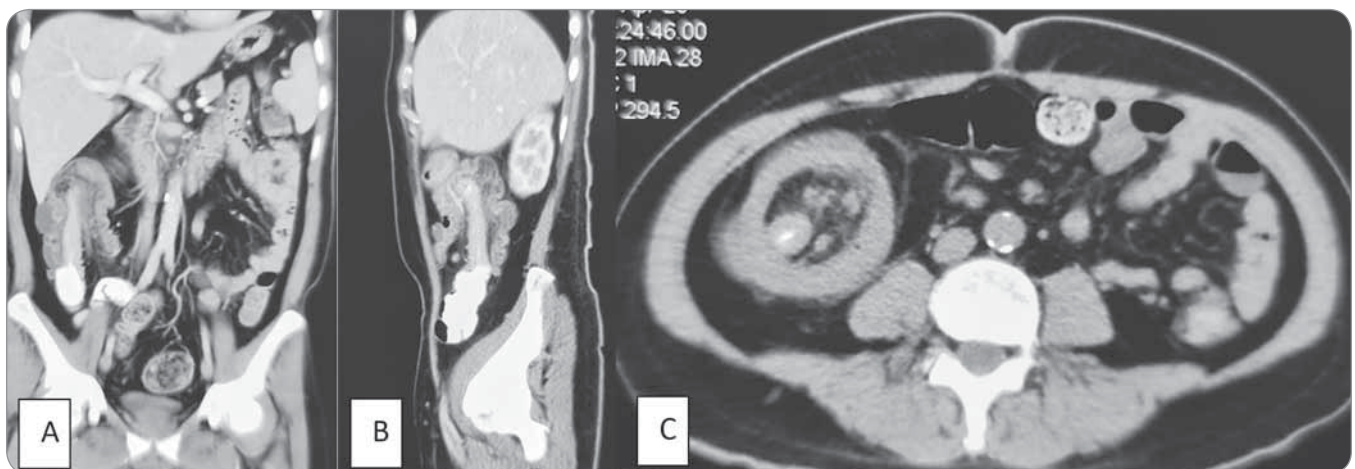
A, B) Coronal and oblique CT-scan showed invagination of the terminal ileum and cecum into the lumen of the proximal transverse colon with sausage-like appearance; C) axial CT-scan of a target-like mass suggesting ileocecal intussusception with invaginated mesenteric fat and blood vessels.
